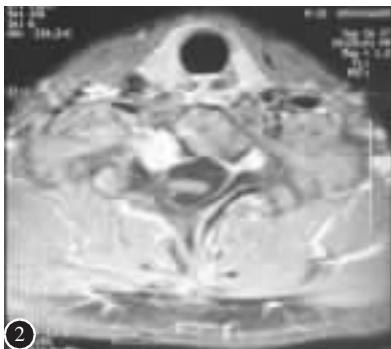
第二次术前颈部轴位 MRI 示 C7 椎体右侧隐窝占位
